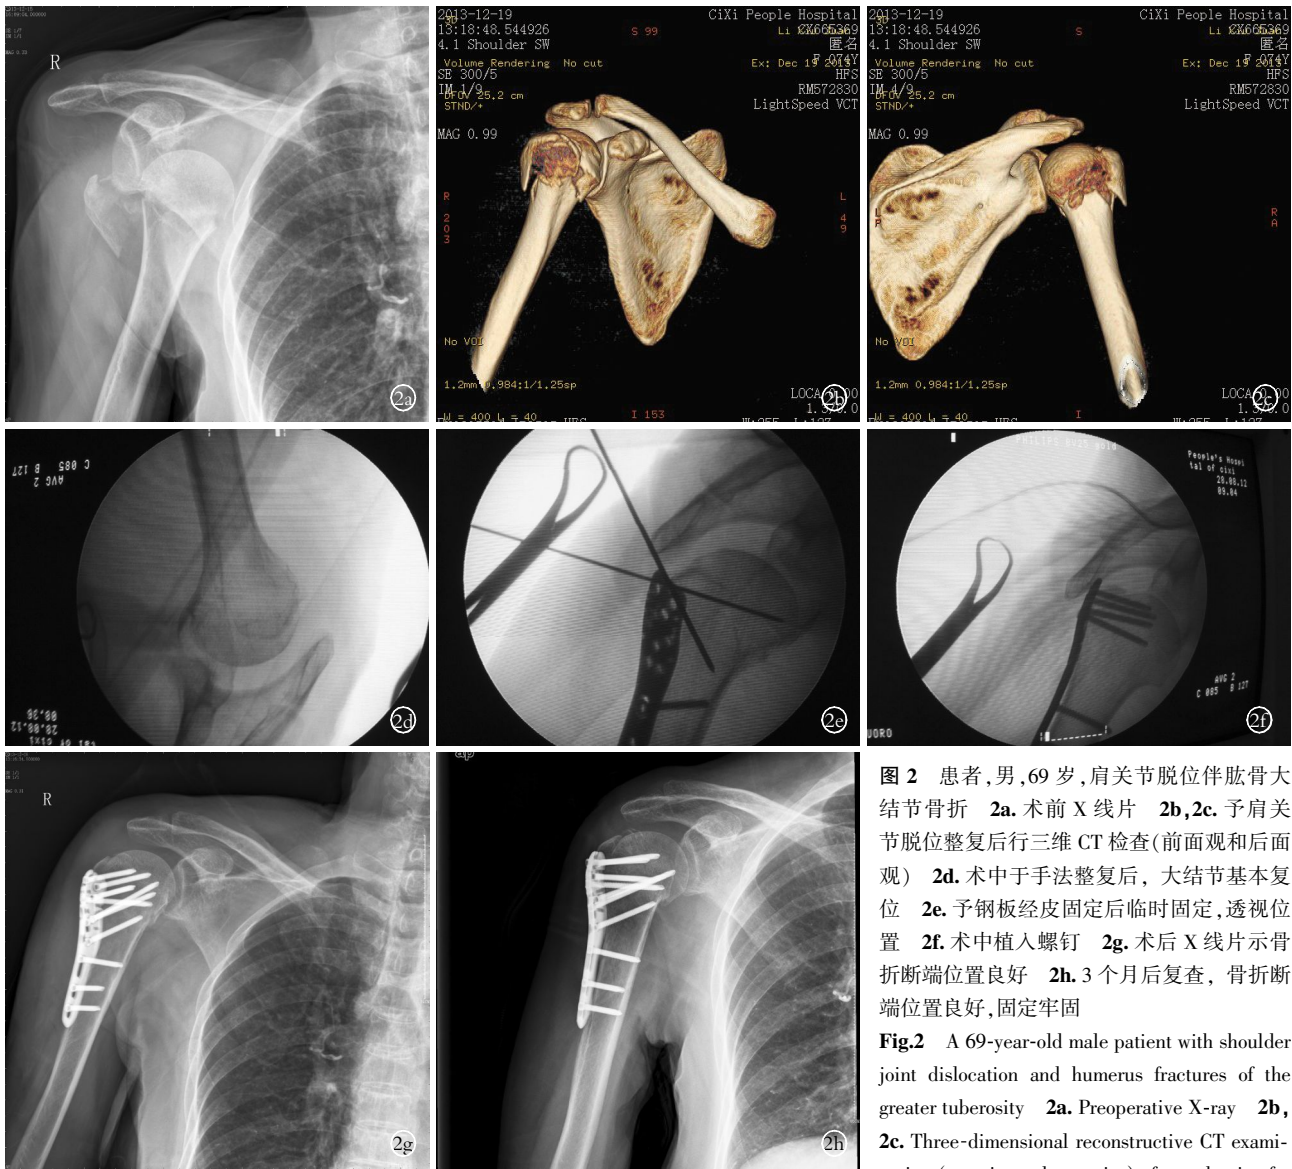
患者,男,69 岁,肩关节脱位伴肱骨大结节骨折 2a. 术前 X 线片 2b,2c. 予肩关节脱位整复后行三维 CT 检查(前面观和后面观) 2d. 术中于手法整复后,大结节基本复位 2e. 予钢板经皮固定后临时固定,透视位置 2f. 术中植入螺钉 2g. 术后 X 线片示骨折断端位置良好 2h. 3 个月复查,骨折断端位置良好,固定牢固
